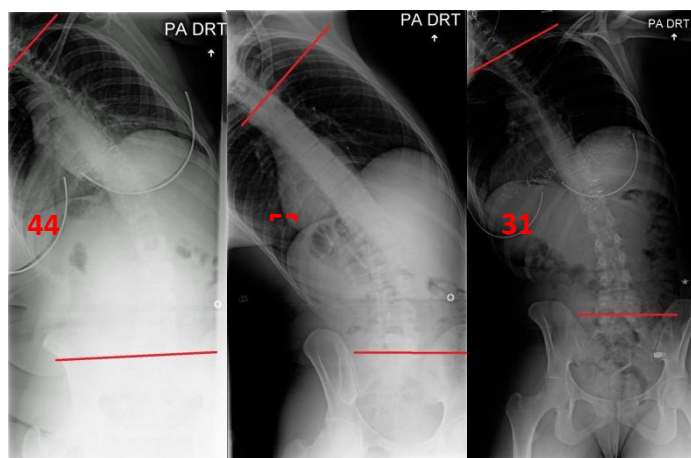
Radiographies du test en inflexion pour les sujets Ia, Ib et Ic de gauche à droite
